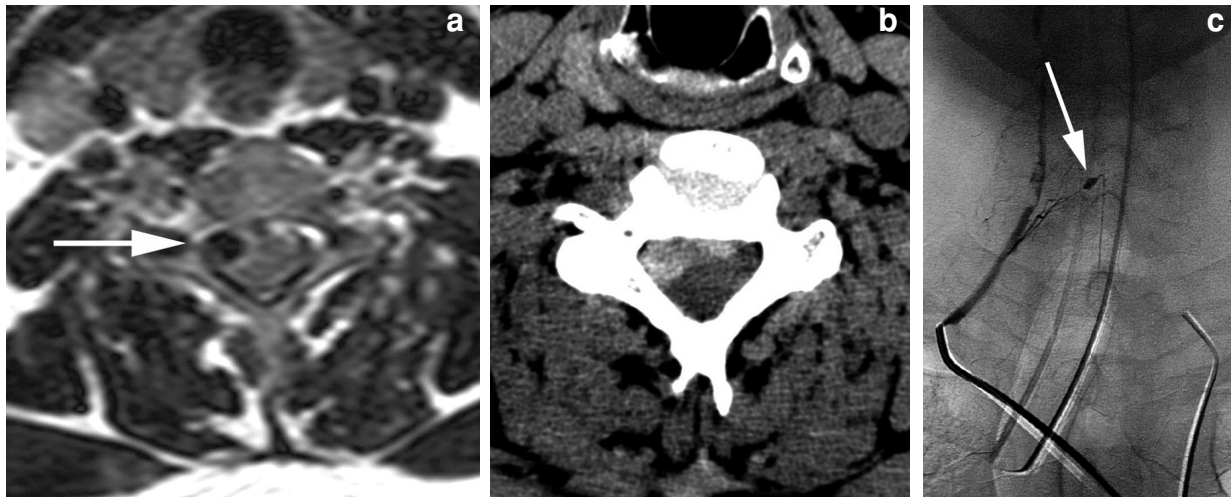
Anévrisme d'une artère médullaire secondaire à une dissection des artères vertébrales, compliquée d'hémorragie méningée. IRM en coupe axiale pondérée T2 (4a) : lésion intracanaulaire en hyposignal (flèche) refoulant la moelle épinière à gauche. CT-scanner en coupe axiale et contraste spontané : hyperdensité hémorragique dans la même localisation (4b). Seule l'artériographie cérébrale et médullaire permet le diagnostic de rupture d'un anévrisme radiculo-médullaire (flèche) visualisé après cathétérisme de l'artère vertébrale droite (4c).
